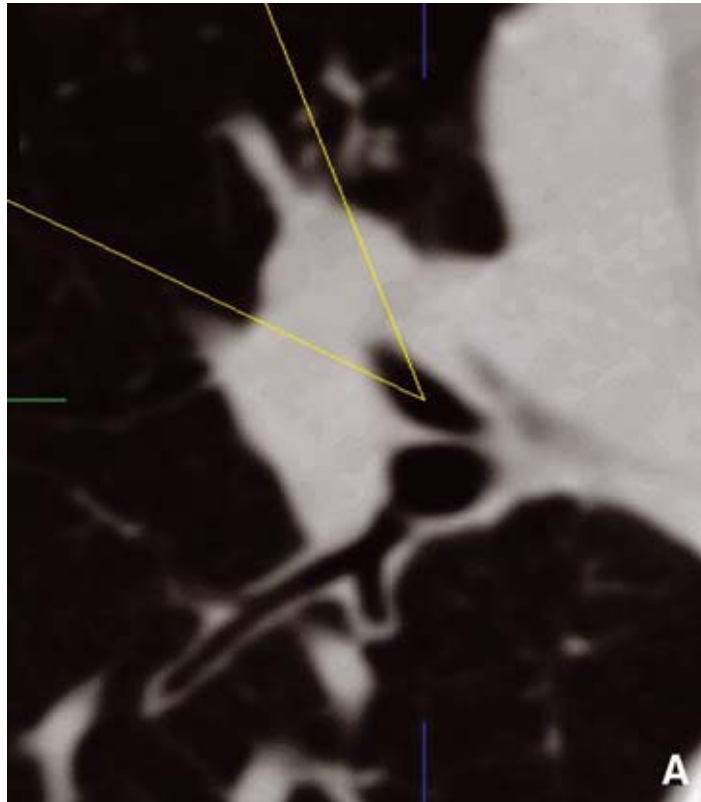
TDM thoracique : croissance tumorale majoritairement extrabronchique.
